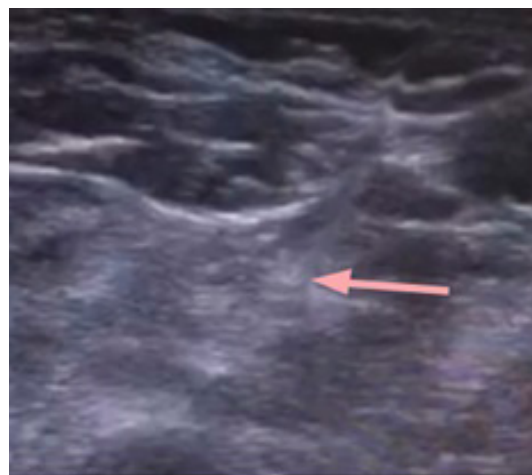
Инъекция в *m. pronator teres* под УЗИ контролем
